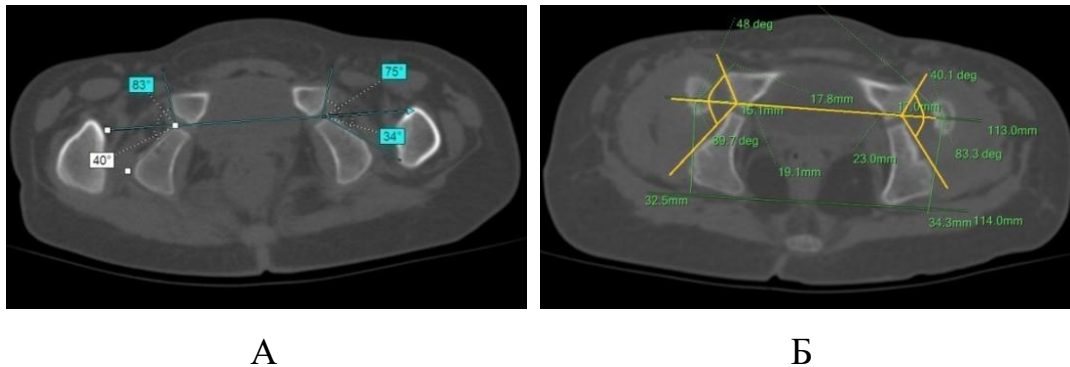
Результаты МСКТ ТБС, аксиальные срезы пациентки А., 2015 г.р. (и.б. №18/0314, 19/1747), диагноз амиоплазия, двусторонний вывих бедра, приводящие контрактуры ТБС: А – до лечения; Б – через 1,5 года после ОВБ, КОБ, ПОС
